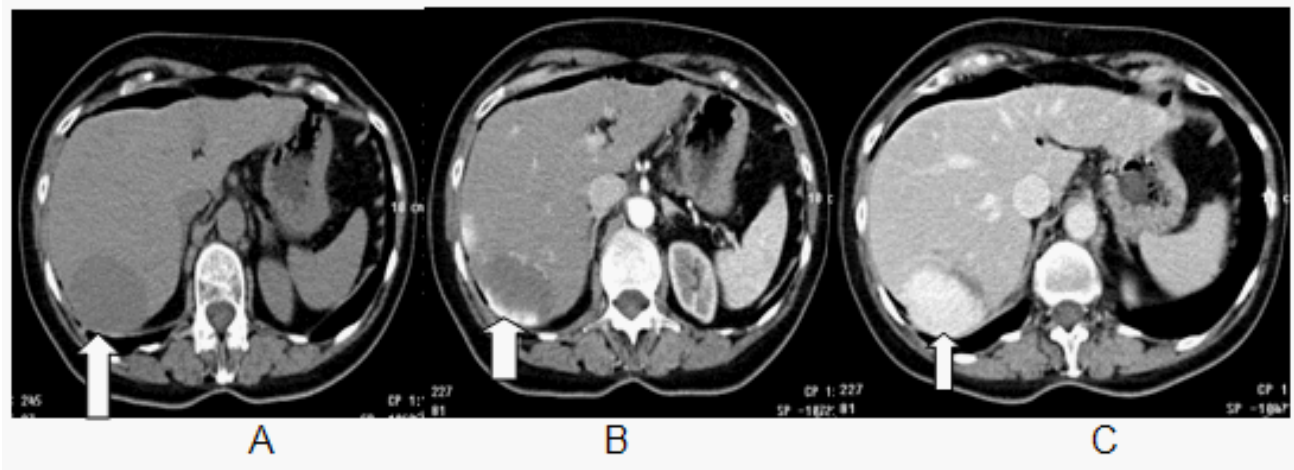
TAC Hemangioma hepático.
